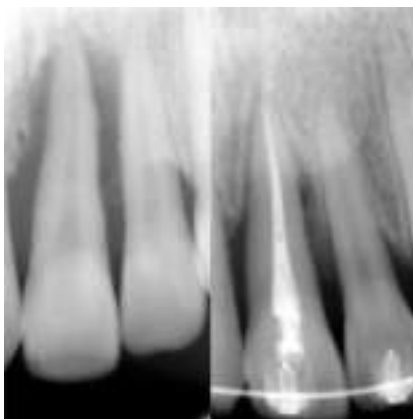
6і. Фото рентгенограм зуба 2.1 до лікування (03.10.2017 р.) і при кінці ортодонтичного лікування (23.11.2018 р.).
